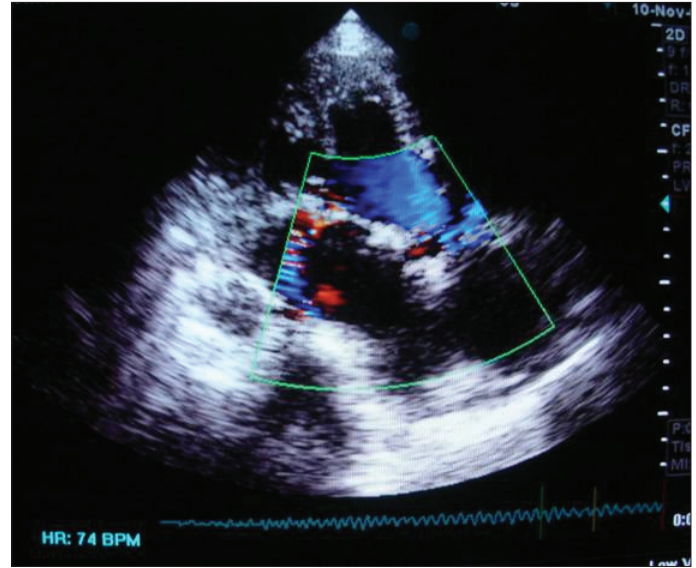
Postoperative control echocardiogram view of mild eccentric mitral regurgitation and minimal tricuspid regurgitation
